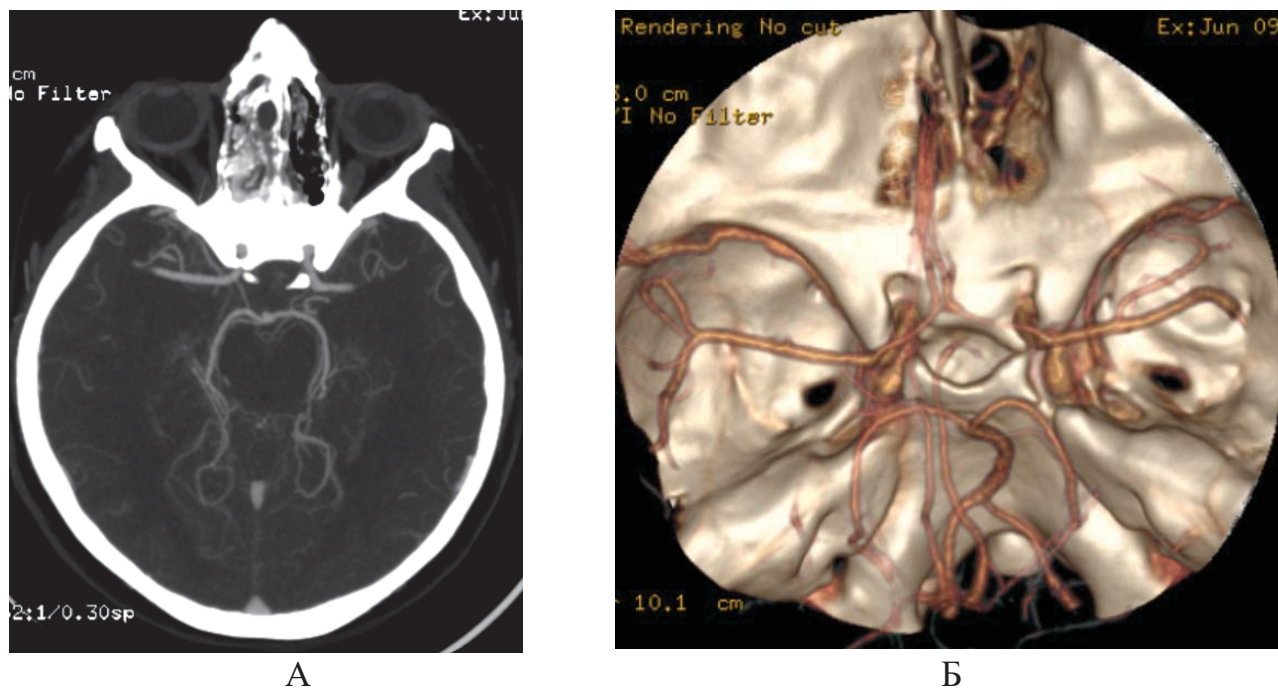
Данные КТ-ангиографии (описание в тексте)
